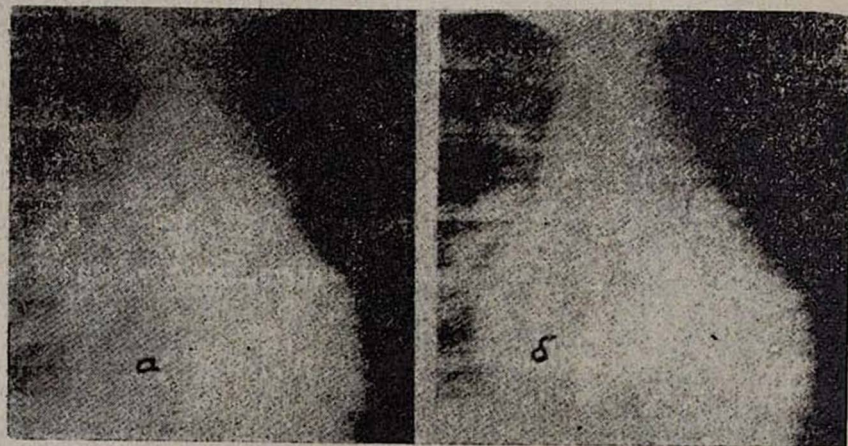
Рентгенокимограммы больного К. Ф., 38 лет. Диагноз—ДКМП, медленно прогрессирующая форма. При динамическом наблюдении за 3 года отмечается дальнейшее увеличение размеров сердца с тотальным снижением сократительной функции миокарда (а, б).
